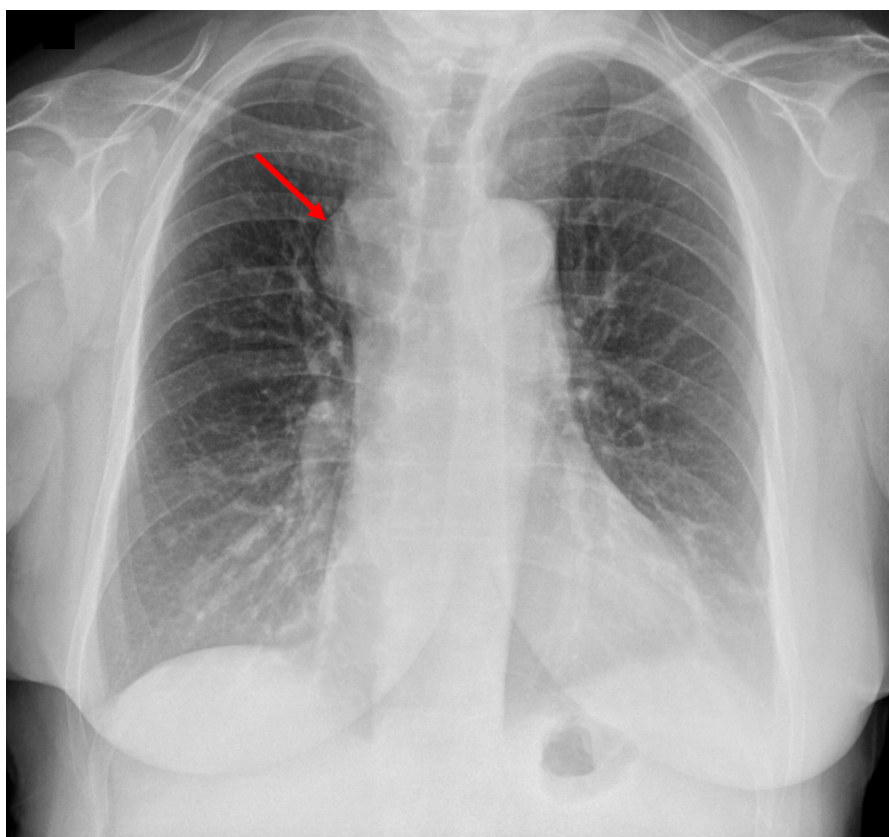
Radiografía de tórax preoperatoria. Se observa ensanchamiento mediastínico relacionado con la masa.
